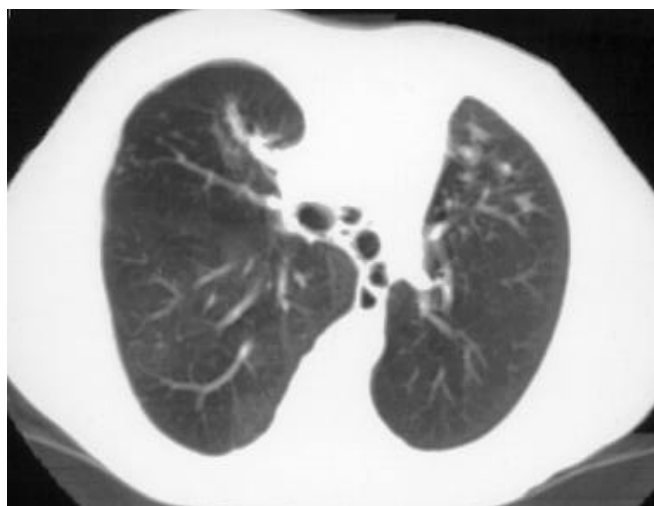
TC espiral de corte transverso imediatamente abaixo da bifurcação brônquica demonstrando múltiplas imagens nodulares hipertransparentes (divertículos) adjacentes a parede dos brônquios principais. Áreas de bronquiectasias com impações mucóides nos lobos superiores, mais evidente à direita.
